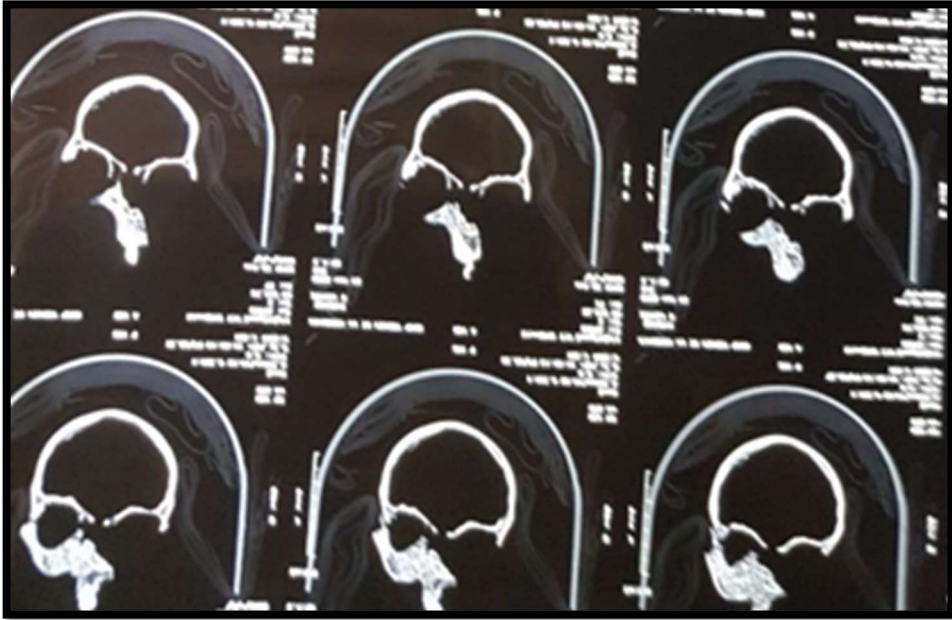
Caso 57. TAC simple proyección coronal.
